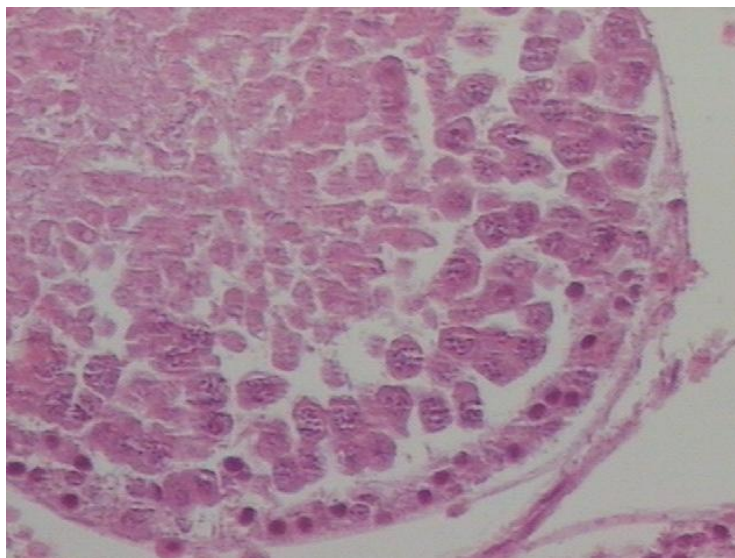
ASPECTO MICROSCÓPICO DO TESTÍCULO ESQUERDO TORCIDO POR UM DIA (RATO N°. 10) (HE, 200X)
